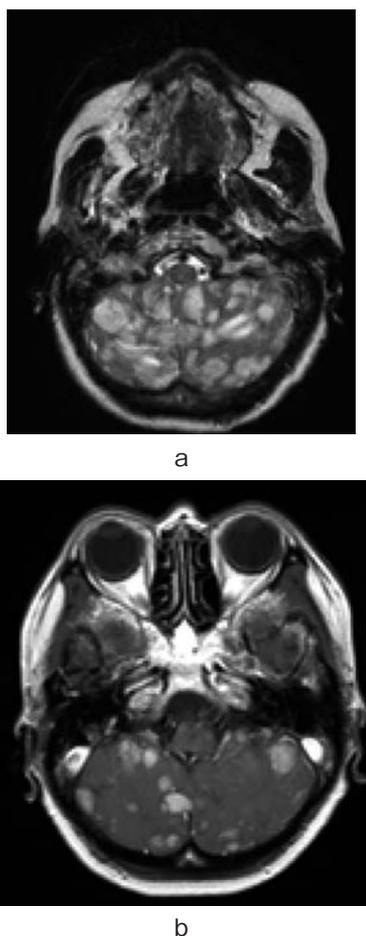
(a) MRI showed multiple brain metastases. (b) After one course of chemotherapy, MRI showed reduction of metastases.
